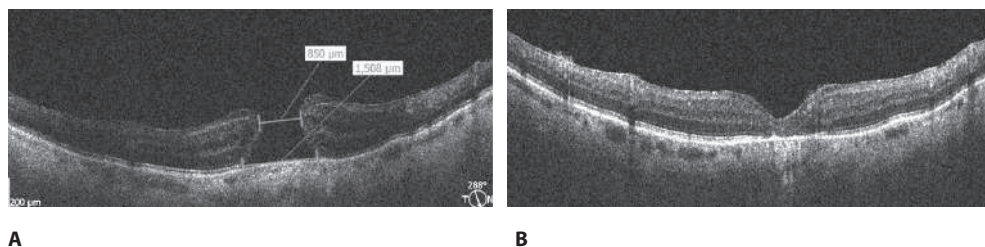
Оптическая когерентная томограмма глазного дна пациента Б. с макулярным отверстием: А – до операции МЛД составил 850 мкм; В – через 3 месяца после операции МО закрыто
